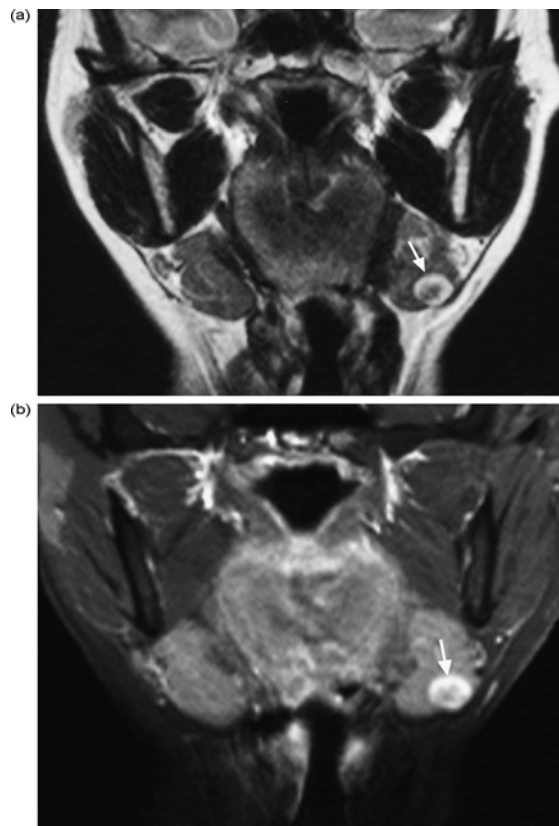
IRM coupes coronales
